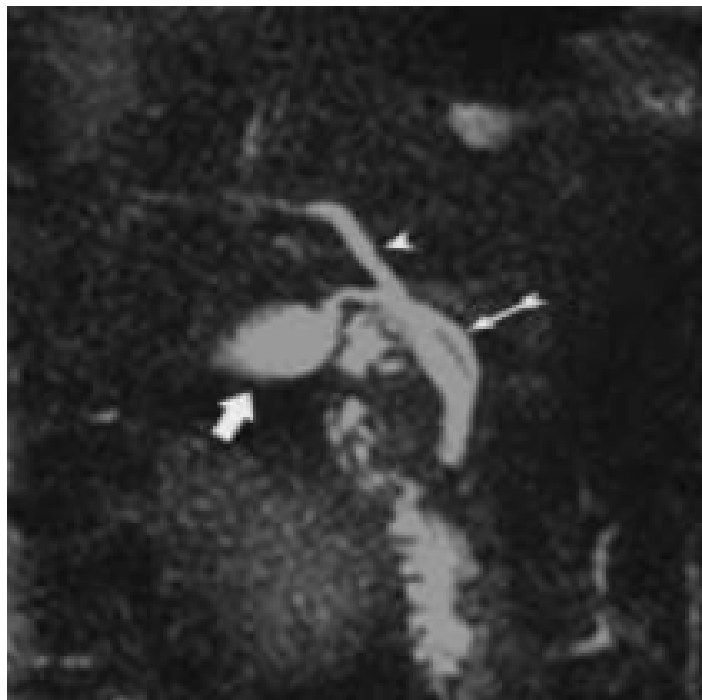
Cholangio-IRM : insertion du canal cystique (flèche mince) sur le bord gauche de la voie biliaire principale (tête de flèche). Vésicule biliaire (flèche pleine)
